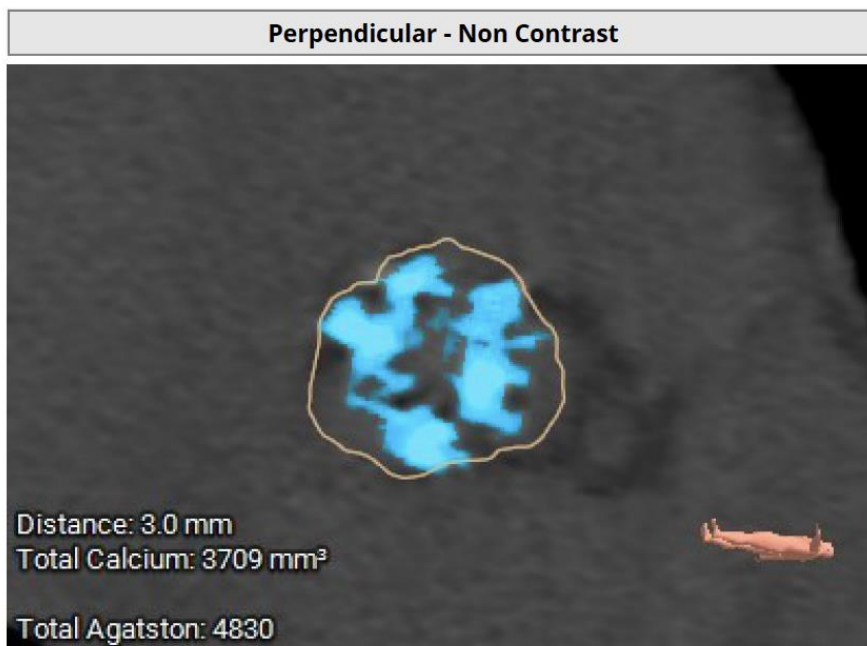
Imagen de TAC cardiaco que demuestra score de calcio con 4830 unidades Agatston
